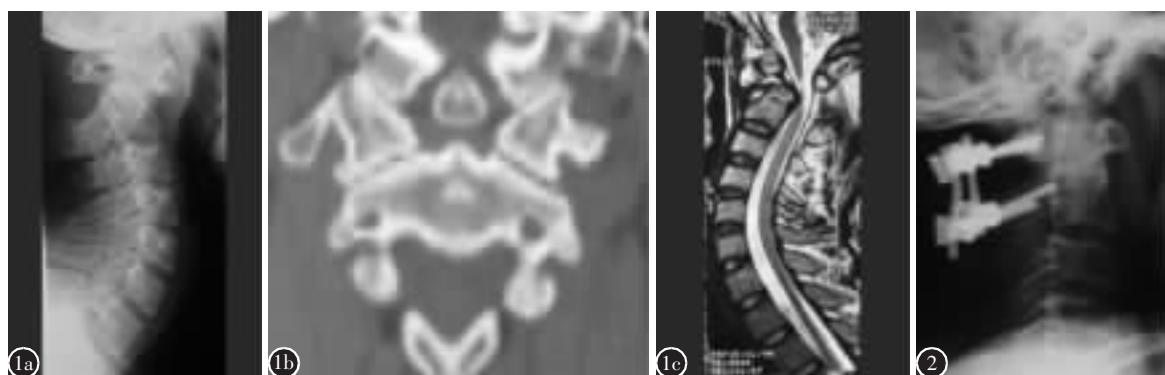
患者男, 35 岁, 游离齿状突合并寰枢关节脱位, 病史 4 年 a 术前侧位 X 线片示寰椎明显向前脱位 b 冠状面 CT 示齿状突游离畸形 c MRI 可见脊髓明显受压 图 2 前路松解、后路 Summit 复位固定植骨融合术后 X 线片示寰椎解剖复位
